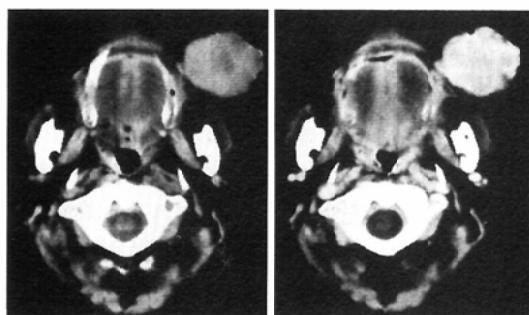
Pre-(left) and postcontrast (right) CT scans demonstrate a subcutaneous mass with moderate contrast-enhancement effect.
